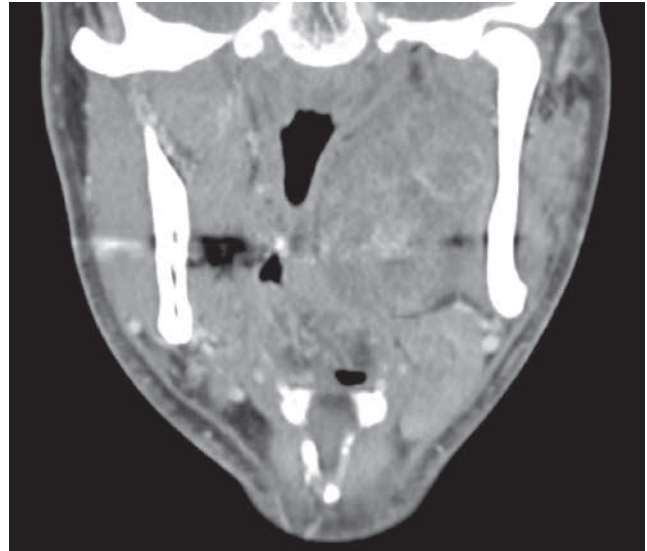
TC: corte coronal.
